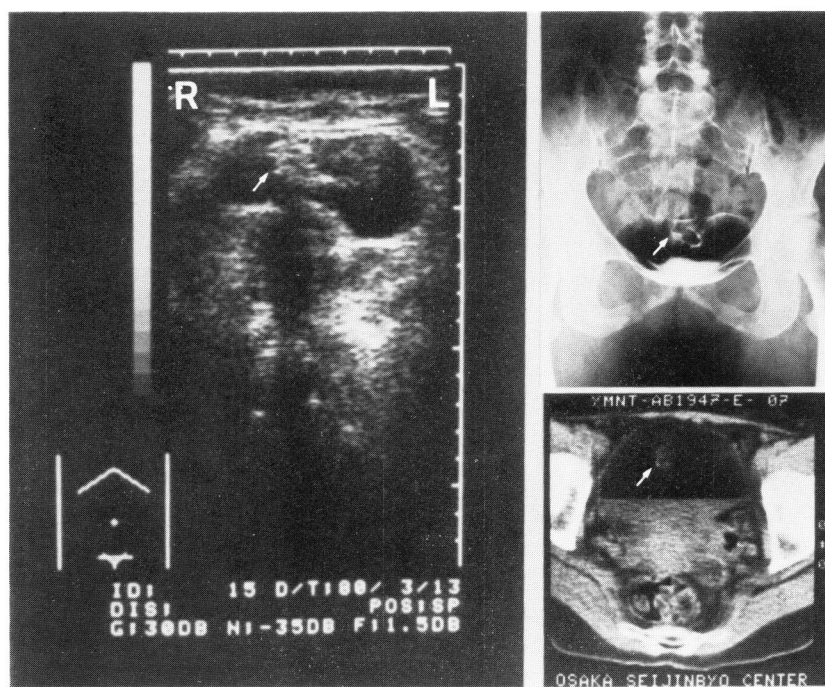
Ultrasonography demonstrates a bladder carcinoma (arrow) at the dome most accurately in shape. The tumor is still not depicted in this case by CT scan. (R=right, L=left)
